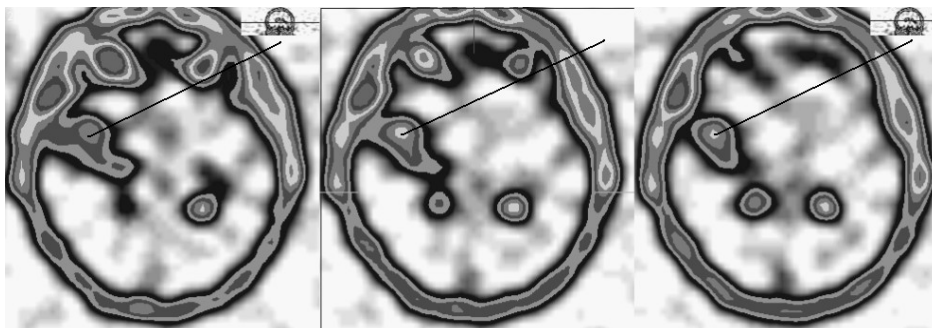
Больной С., 56 лет. Глиобластома правой височной доли. Томосцинтиграммы головного мозга в аксиальной плоскости через 1 ч после введения РФП. Визуализируется повышенное накоплением РФП. Очаг неоднородной структуры с неровными, четко выраженными контурами, с участками распада внутри опухоли. Выраженная асимметрия накопления РФП в веществе головного мозга (стрелка)
